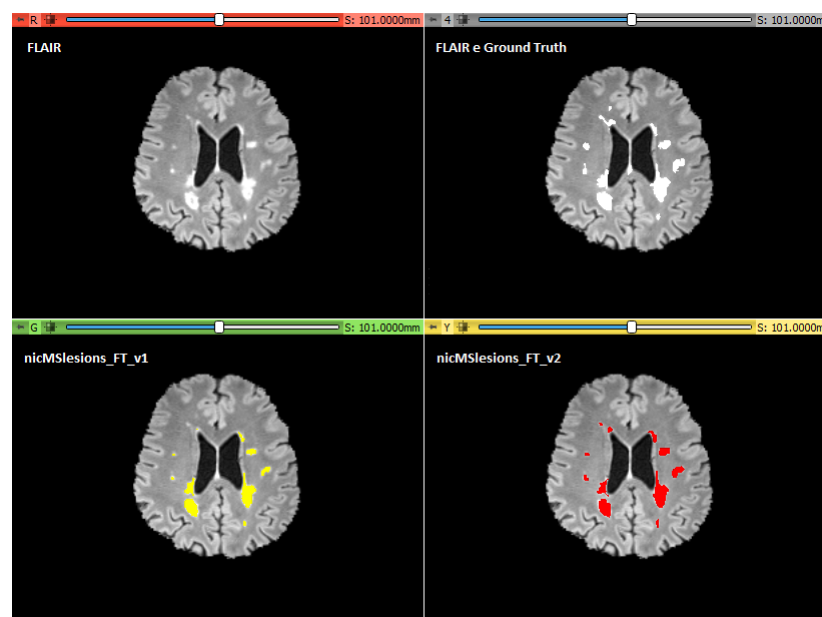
Cortes das imagens segmentadas do Paciente 10 pelos modelos NicMSlesions. Na primeira linha, há a sequência FLAIR e a segmentação manual. Enquanto na segunda linha, a segmentação da versão 1 do modelo está representada em amarelo e a segmentação da versão 2 está em vermelho.
